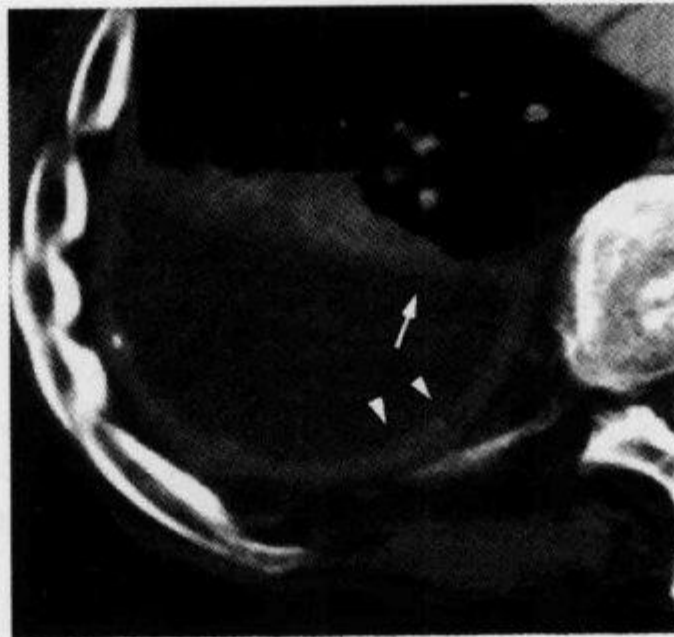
CT 增强扫描示“胸膜分离征”
